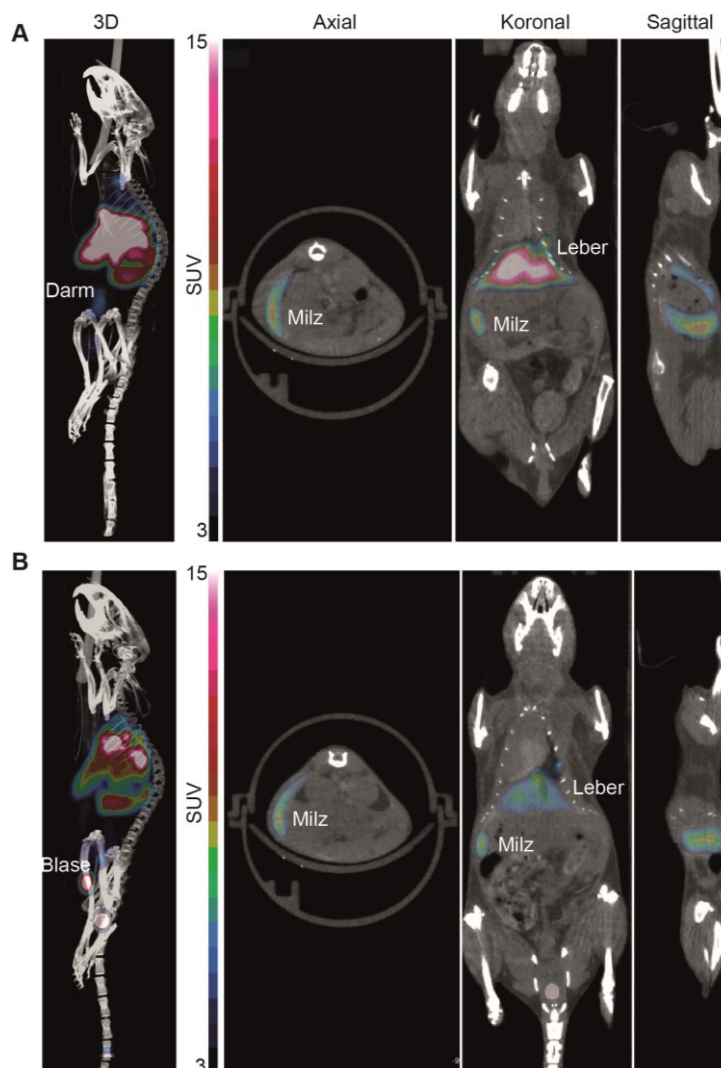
Einsatz des B10B10-DFO-⁸⁹Zr in der Bildgebung einer AA-Amyloidose. Repräsentativ sind die PET/CT-Aufnahmen und Rekonstruktionen einer mit AA-Amyloidose-belasteten (A) und einer PBS-Maus (B) zwei Stunden nach Injektion des B10B10-DFO-⁸⁹Zr dargestellt. Auffällig ist die deutliche Aufnahme des Antikörpers in die Leber und die Milz der mit AA-Amyloidose-erkrankten Maus im Vergleich zur PBS-Maus. Die PBS-Maus weist eine deutlich stärkere Ausscheidung des Antikörpers über die Blase auf.
